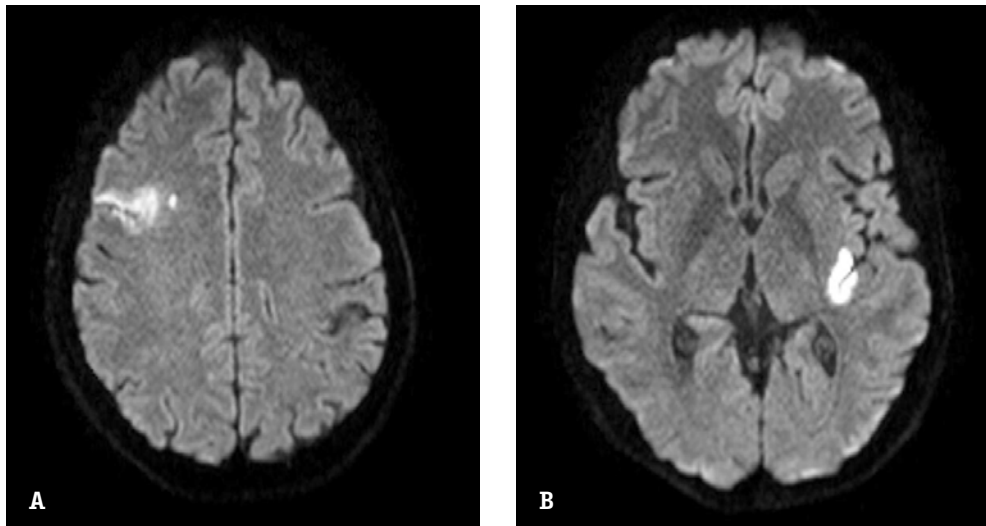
Resonancia cerebral con difusión. A. Se objetiva lesión hiperintensa con caída de la señal localizada en porción posterior de la corteza insular compatibles con ictus agudo en territorio de la arteria cerebral media (ACM) izquierda. B. Se objetiva lesión hiperintensa sin caída de la señal en giro frontal medio derecho atribuible a ictus subagudo-crónico de ramas de la arteria cerebral media derecha.
